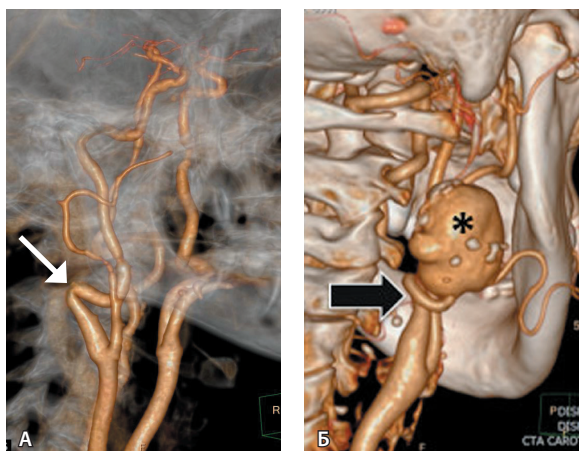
Компьютерная томографическая ангиография внутренних сонных артерий (ВСА), артериальная фаза, трехмерная реконструкция: А – перегиб под острым углом (кинкинг) правой ВСА (белая стрелка), Б – сочетание патологической деформации правой ВСА (черная стрелка) с формированием мешотчатой истинной аневризмы (звездочка)
